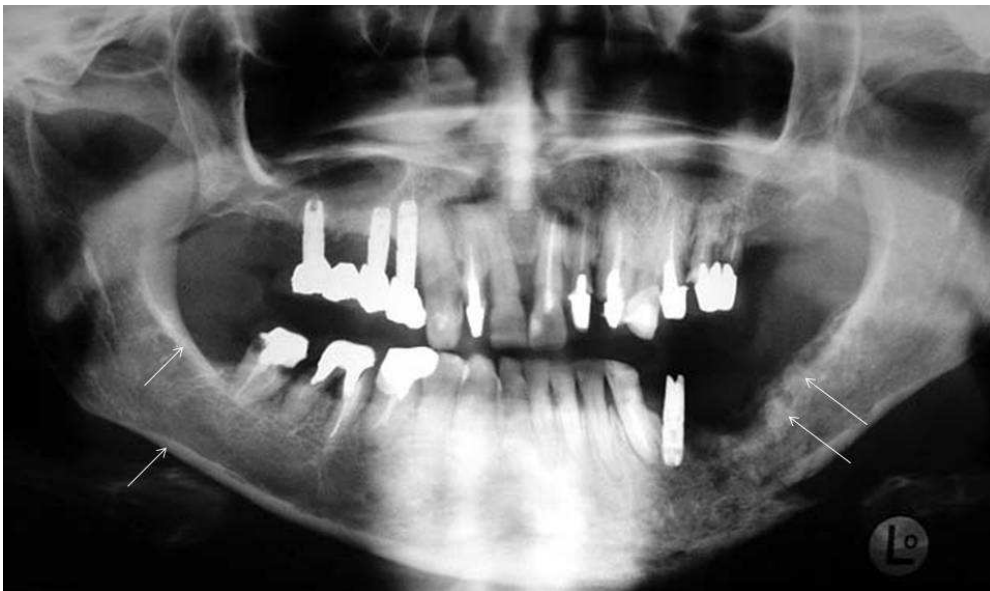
Radiografia panorâmica de ONMAB mostrando alteração do trabeculado ósseo, erosão cortical e osteoesclerose (setas). (Foto gentilmente cedida pelo Dr. Marcos Martins Curi)
